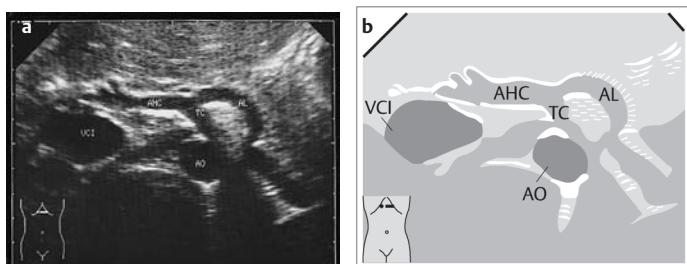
a u. b Truncus coeliacus im Oberbauchquerschnitt. AHC = A. hepatica communis, VCI = V. cava inferior, TC = Truncus coeliacus, AL = A. lienalis
